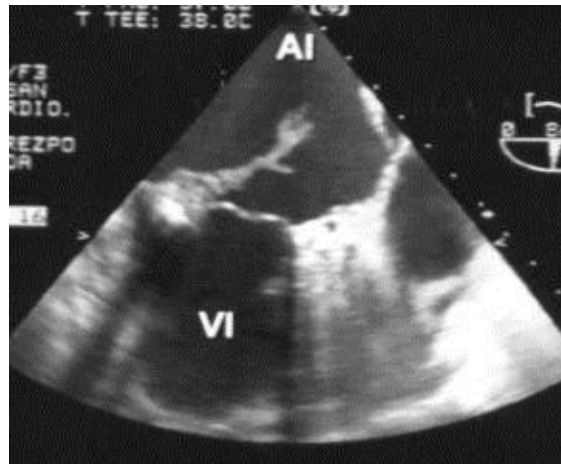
A. Proyección de dos cámaras en ETE (ecocardiografía transesofágica). Obsérvese una gran vegetación en la válvula mitral. AI= aurícula izquierda, VI= ventrículo izquierdo. Federación Argentina de Cardiología. www.fac.org.ar.
